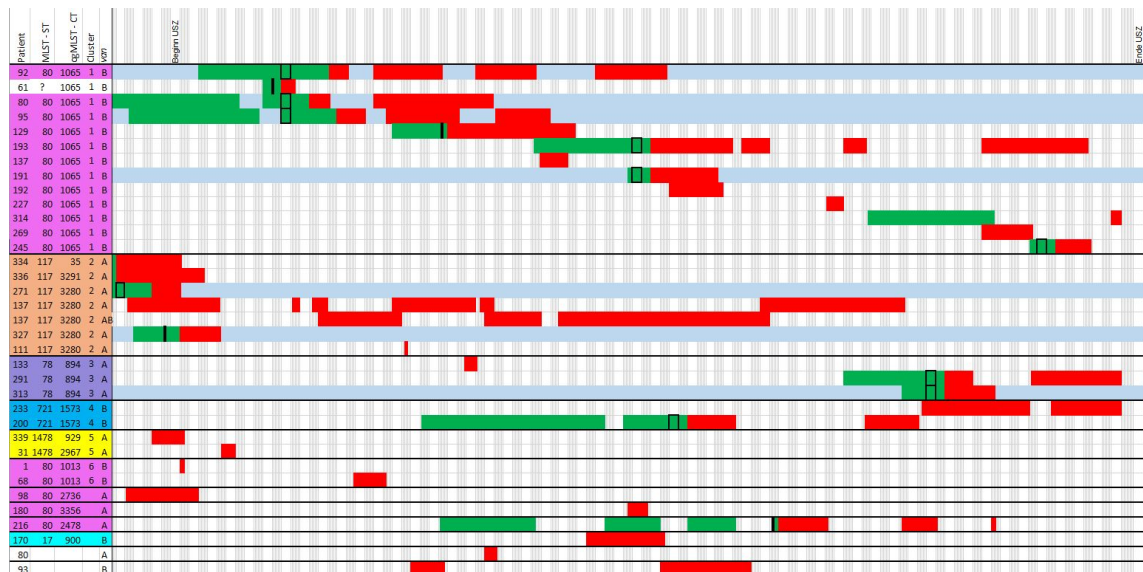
Linelist der Station 21, sortiert nach Clusterzuordnung und Patient unter Angabe des ST, des CT sowie des Resistenzgens (n = 32). Anzunehmende Transmissionen von VRE auf Basis der Gesamtgenomsequenzierung sind blau eingefärbt (n = 7), eine Transmission trat außerhalb des Untersuchungszeitraums auf. Insgesamt waren sechs unterschiedliche Cluster zu erkennen, für zwei Patienten stand keine Probe zur Sequenzierung zur Verfügung. Negative Screeningergebnisse sind schwarz umrandet.
